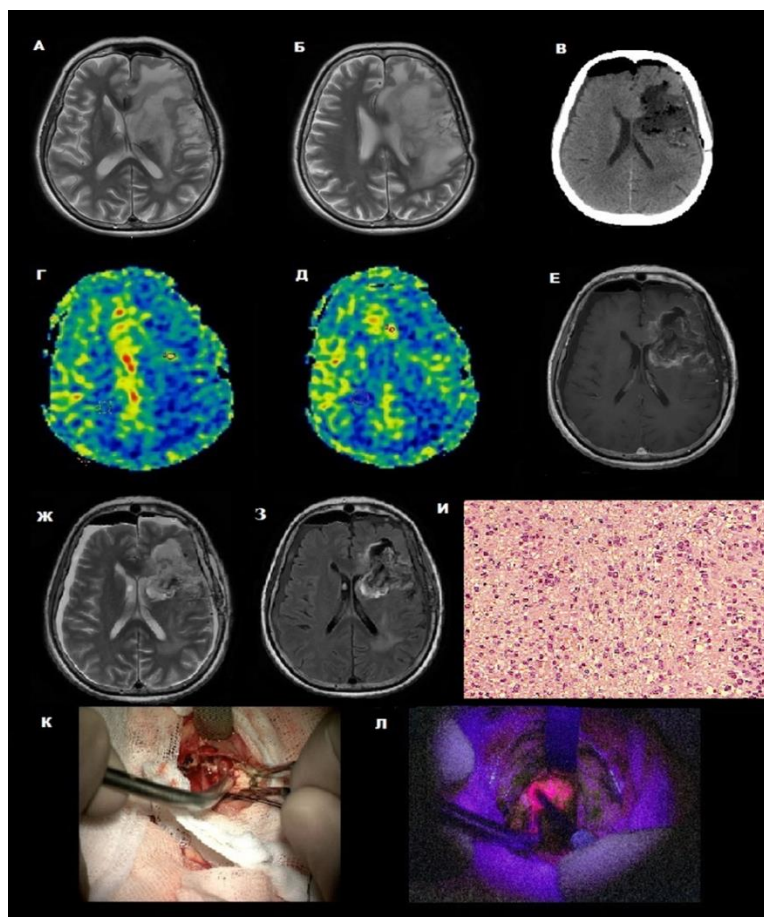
Вторичная глиобластома левой лобно-височно-подкорковой области. А-Б - предоперационная МРТ T2 ВИ, аксиальные срезы, В - послеоперационная КТ, аксиальный срез, визуализируется ложе удаленной опухоли, Г-Д - ASL-перфузионное исследование после операции, зон повышенного кровотока нет; Е - послеоперационная МРТ T1 ВИ с контрастом, тотальное удаление контрастирующейся части опухоли, аксиальный срез, Ж - послеоперационная МРТ T2 ВИ, аксиальный срез, З - послеоперационная МРТ в режиме T2-FLAIR, аксиальный срез, И - вид патоморфологического препарата опухоли, К - интраоперационная фотография в белом цвете (микроскоп), Л - интраоперационная фотография в режиме флюоресценции (микроскоп): отмечается яркое свечение опухоли.
